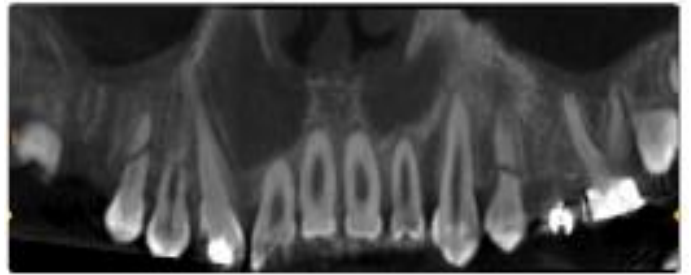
Tomografía cone beam del mismo paciente de la figura 64. donde quedan evidenciadas las fracturas radiculares de varias piezas dentarias (caso clínico del Dr. Luis Raggio).
